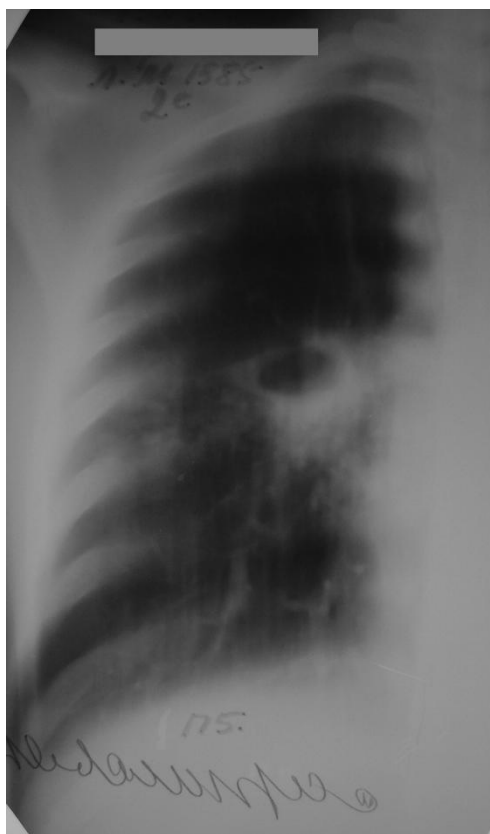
Линейная томограмма больной С. при поступлении. В S6 определялась каверна до 3,5 см с инфильтрацией вокруг и очаговое обсеменение нижней доли.
